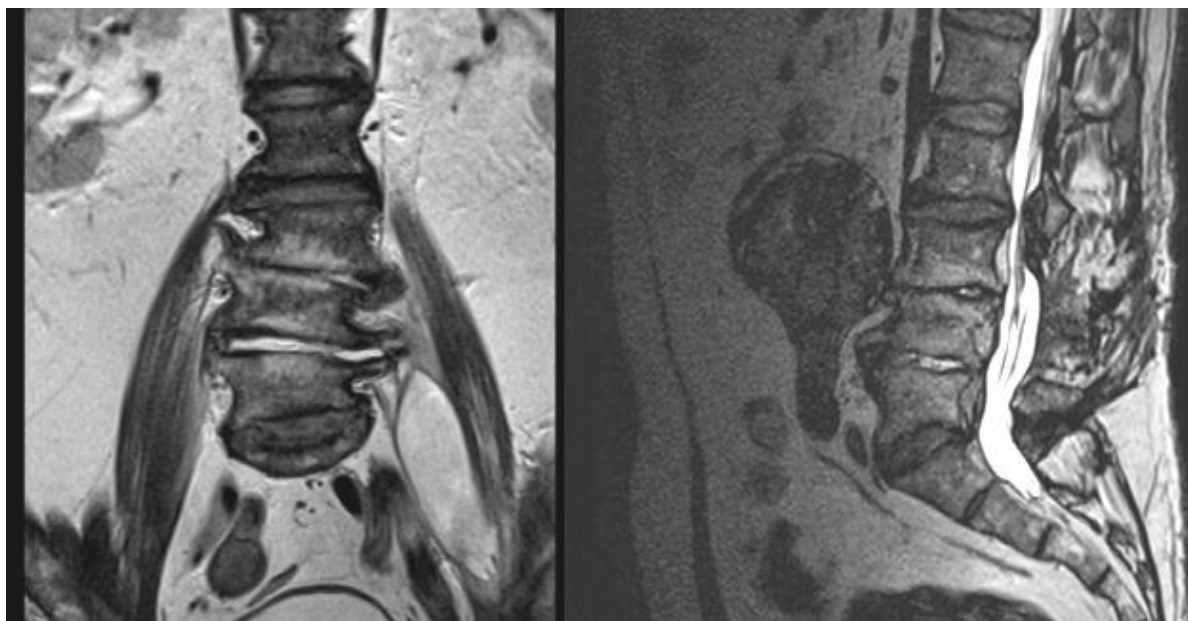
МРТ спондилодисцита L₃-L₅ позвонков. Левосторонний psoas-абсцесс
